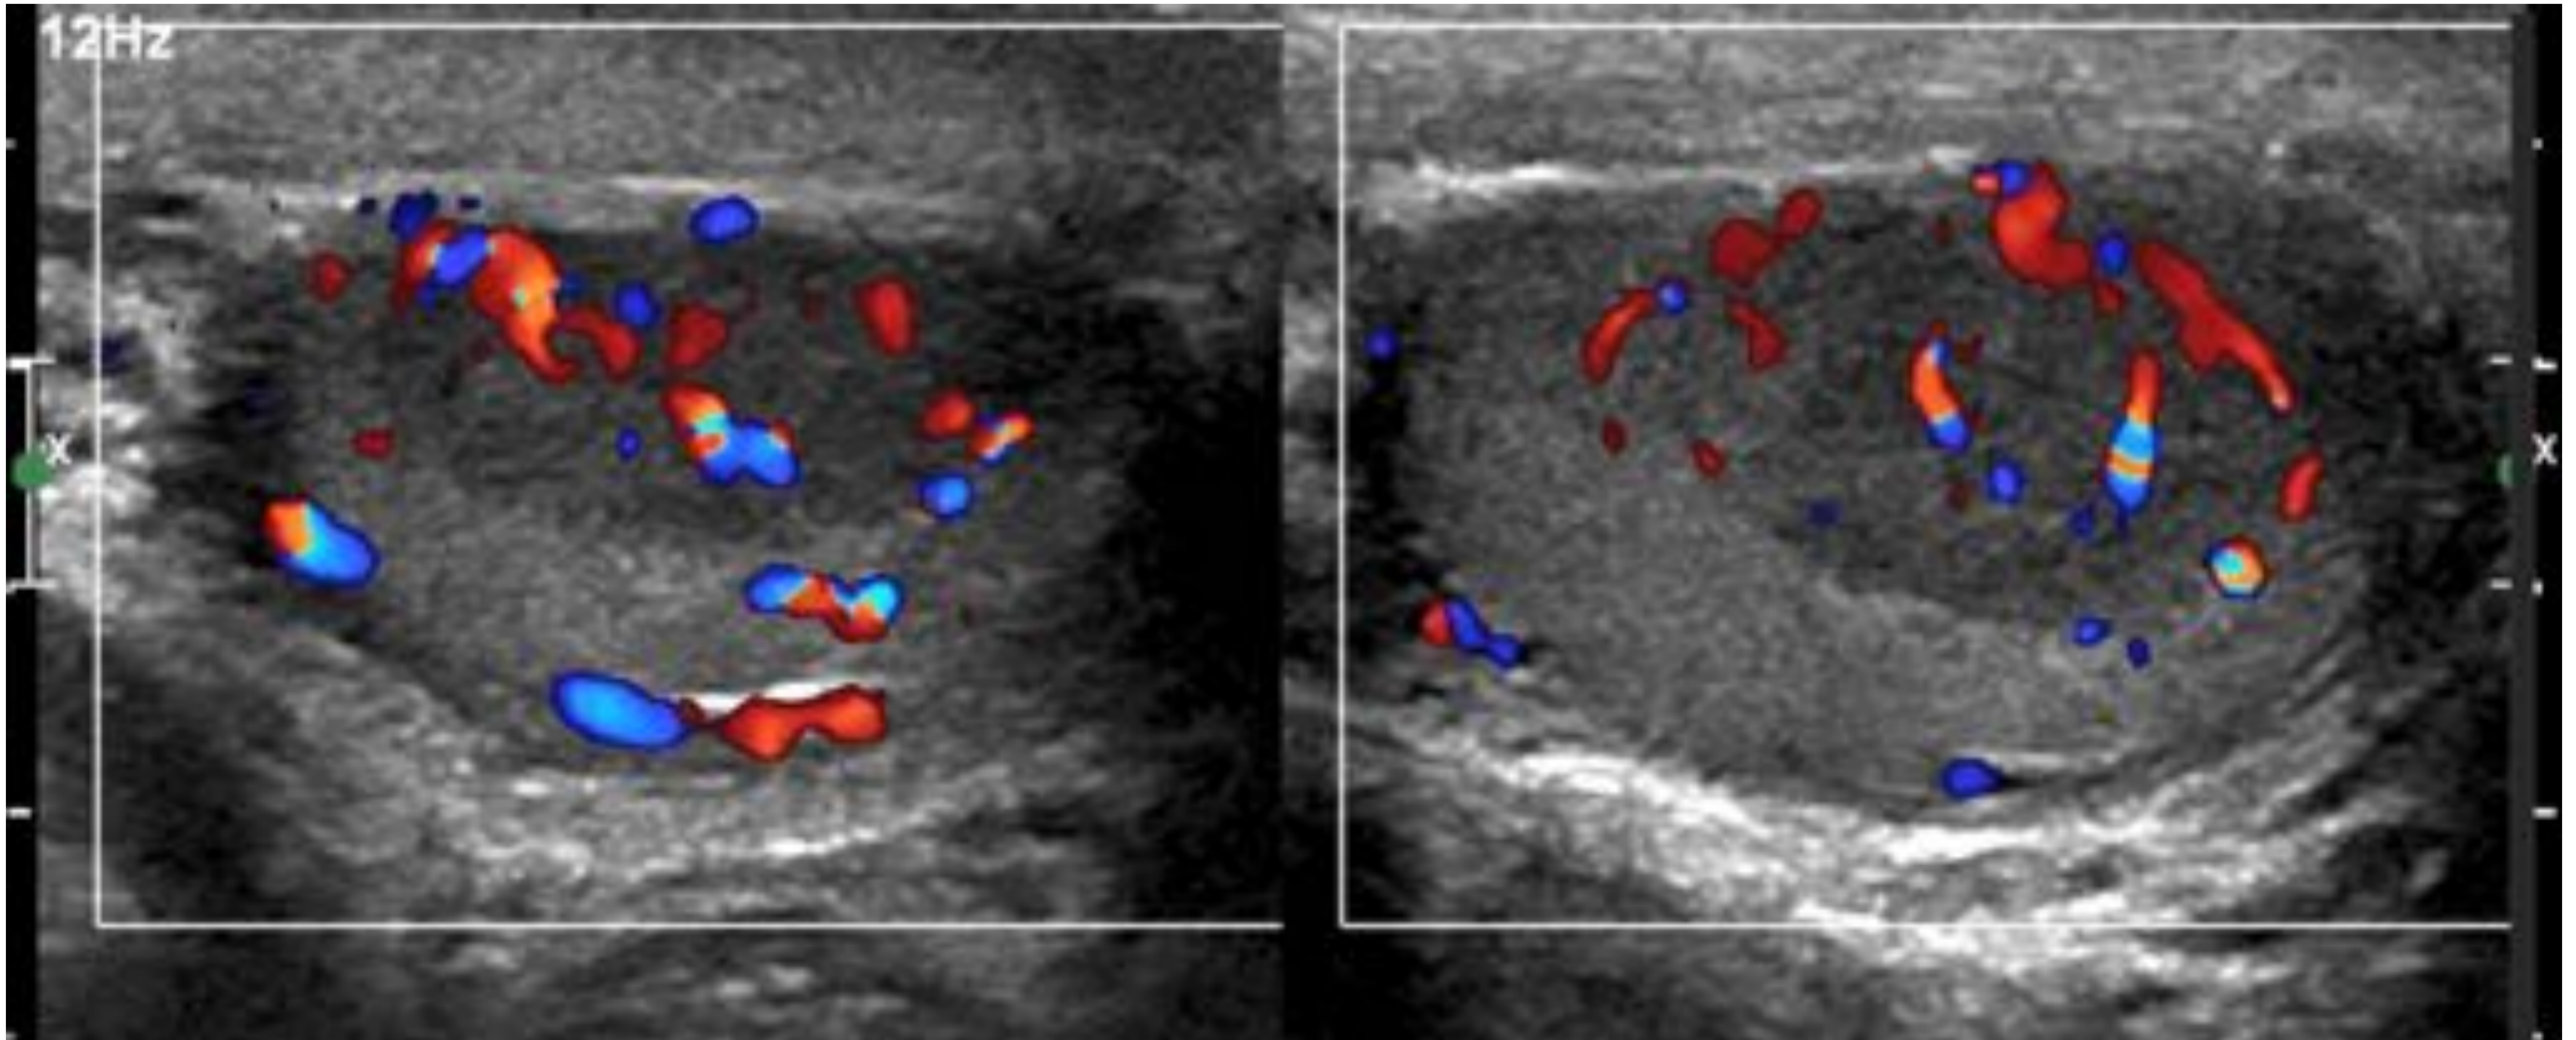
Tumoración sólida hipoecoica, de contornos lisos y bien definidos, con doppler color que muestra flujo interno y periférico en polo inferior de testículo derecho. Tumor de células de Leydig.
